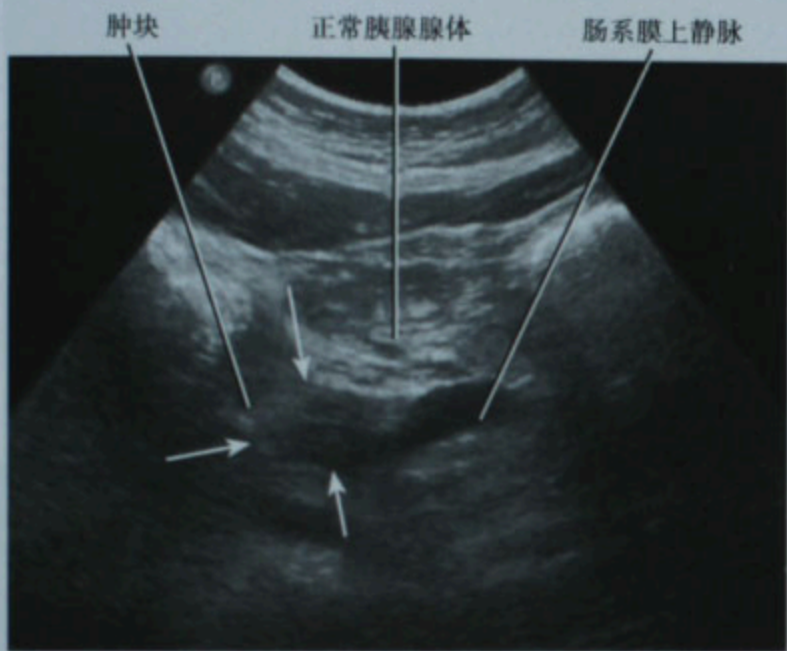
因腹痛、黄疸而行超声检查发现胰腺癌。图像显示胰腺头部低回声肿块。SMV:肠系膜上静脉
